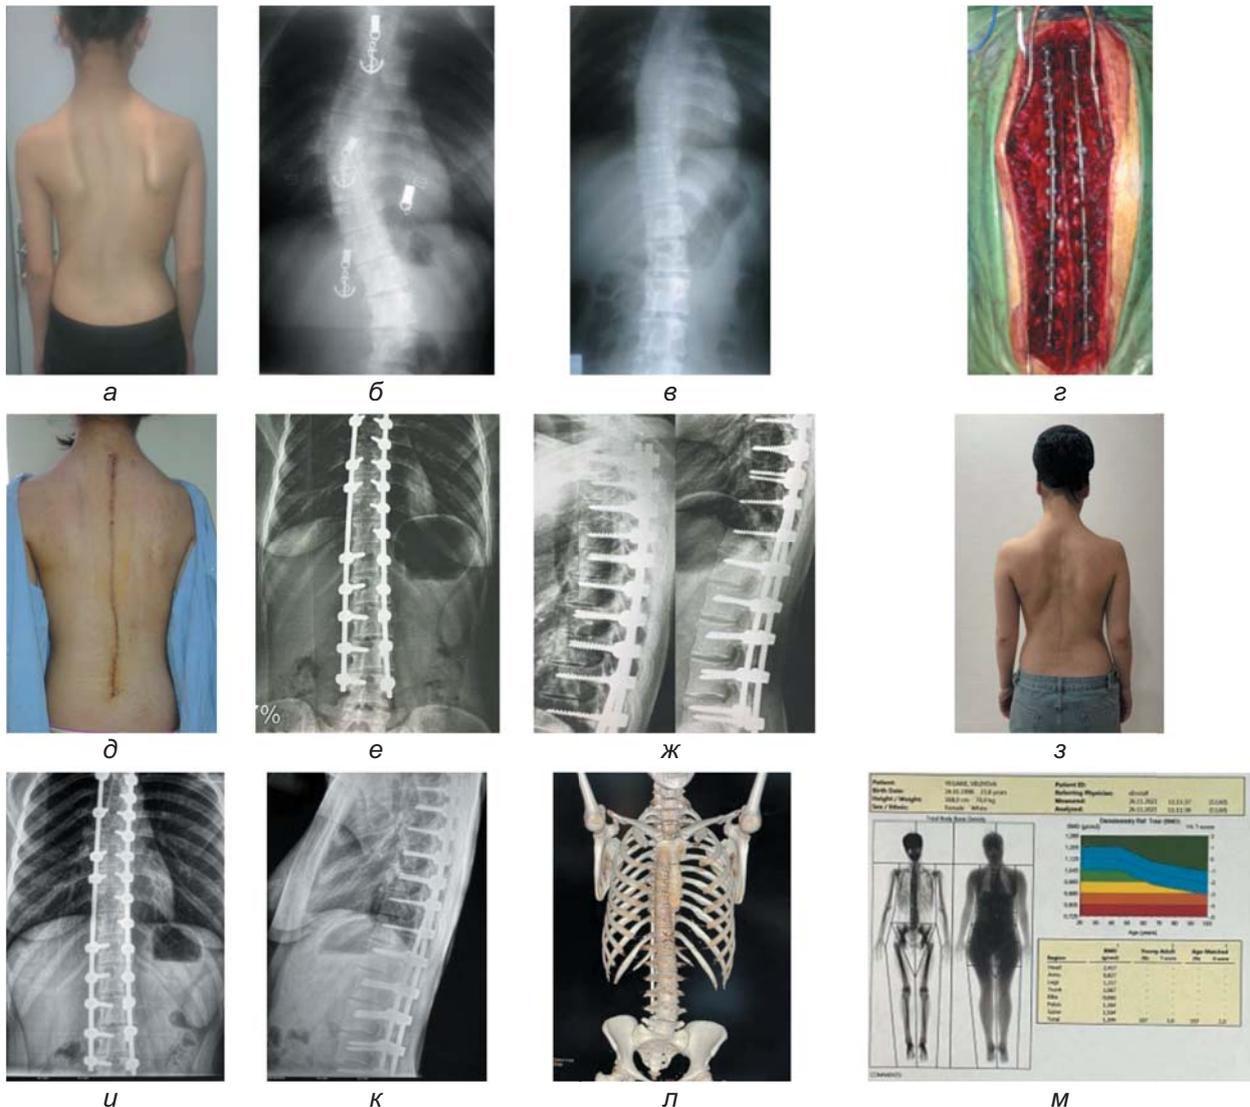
Внешний вид (а) и рентгенограммы позвоночника больной Л., 11 лет, до лечения (б, в). Фото в операционной (г). Внешний вид больной после операции (д). Рентгенограммы позвоночника после операции (е, ж). Фото больной через 12 лет после операции (з), рентгенограммы позвоночника через 12 лет (и, к), МСКТ позвоночника через 12 лет после операции (л), денситограмма через 12 лет после операции (м)
